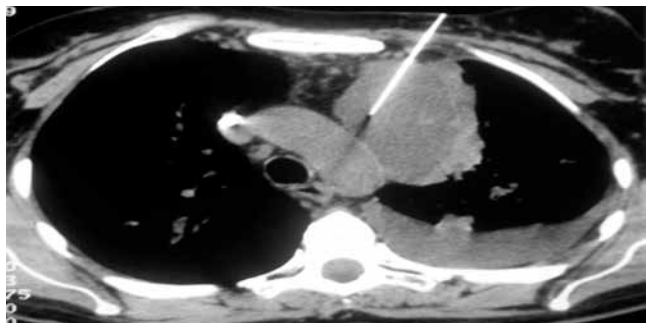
TC de tórax. BPTT con aguja de Tru-cut. Lesión acompañada de derrame pleural izquierdo.
